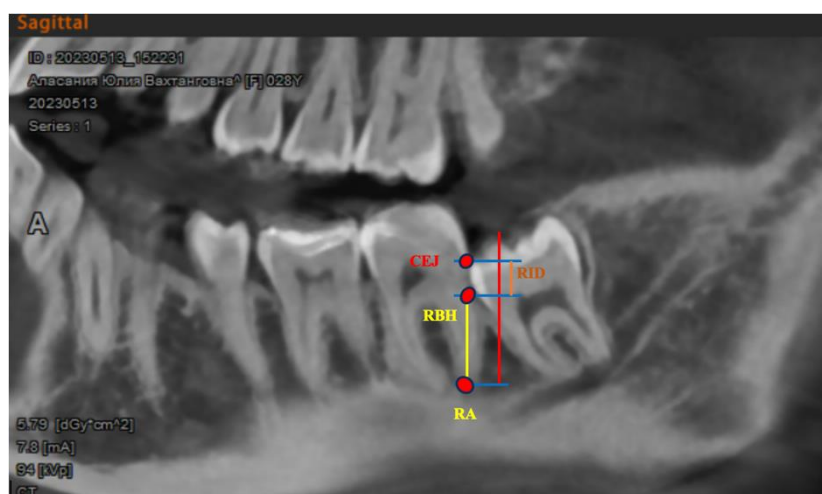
Рентгенологические параметры на КЛКТ
